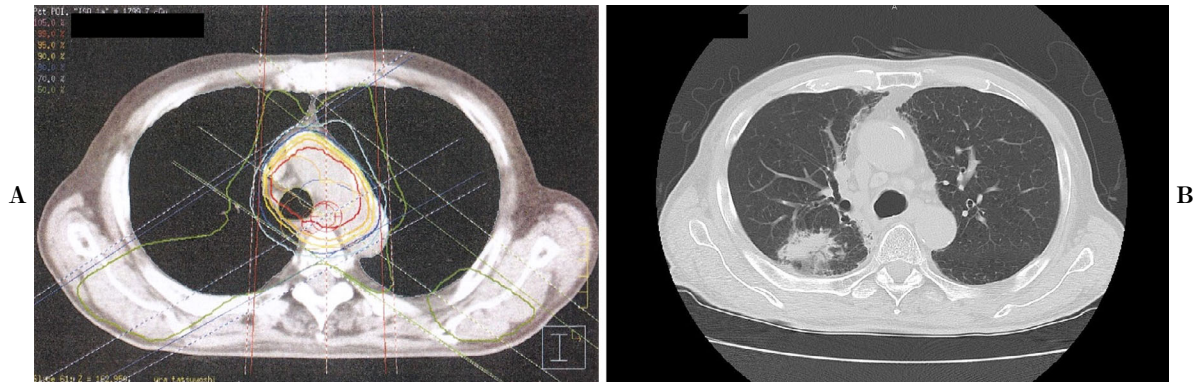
(A) Radiation dose distribution map. (B) Chest computed tomography shows a mass in right S² within the radiation fibrosis.
